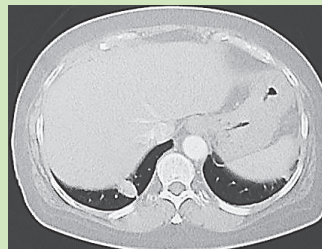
CT Thorax mit dem Residuum einer flüssigkeitsgefüllten Höhle (links), die sich im Verlauf zurückbildet (rechts)
